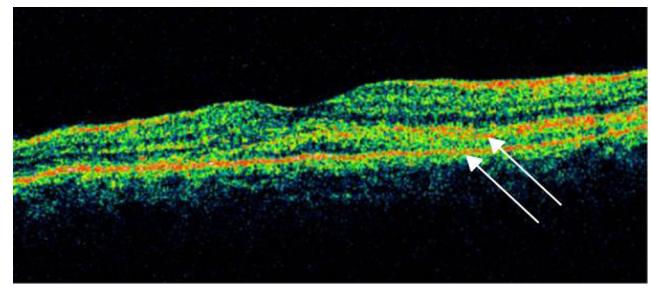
Tomografía de coherencia óptica, mácula ojo izquierdo.
